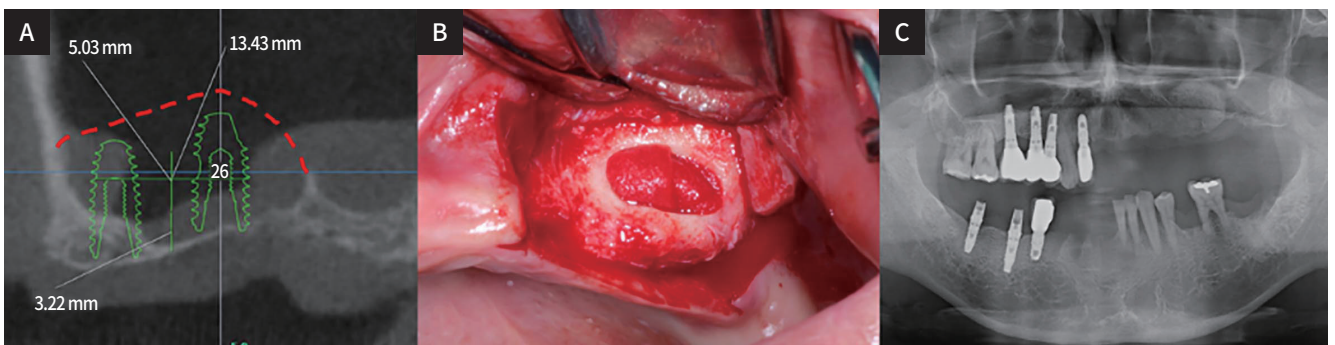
Clinical and radiographic view of maxillary sinus lift. (A) CBCT* analysis and virtual planning of maxillary sinus lift, (B) Intraoral views of left maxillary sinus lift surgery procedure, (C) Panoramic radiograph after maxillary sinus lift surgery (*CBCT, Cone Beam Computed Tomography).
